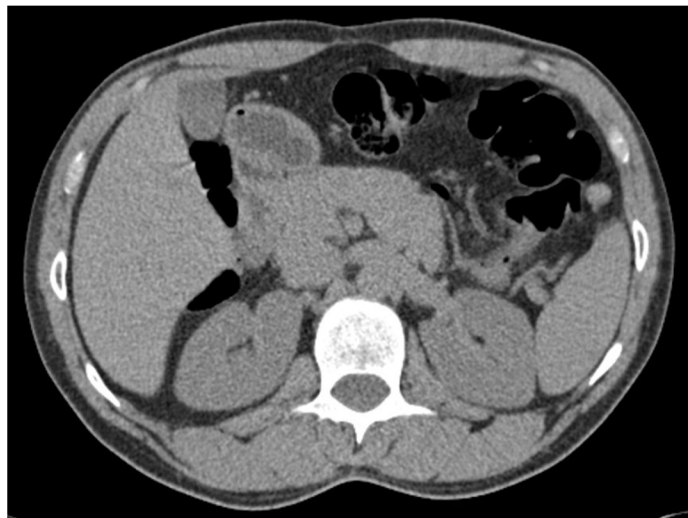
TDM abdominale, montrant un pancréas homogène
